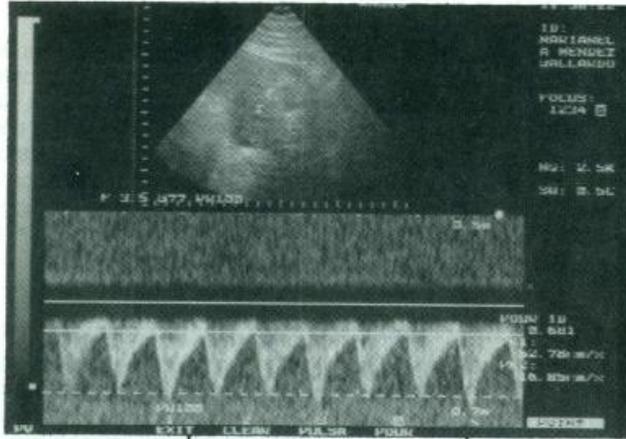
Doppler anormal en arteria umbilical (cordón) sístole/diástole = 3,13. Resistencia aumentada.
